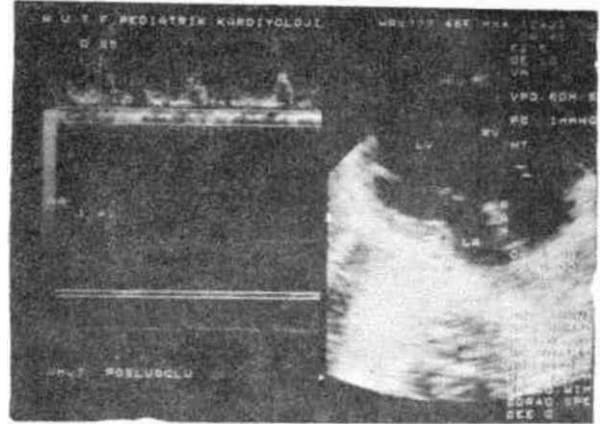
"Pulsed Doppler" ve iki boyutlu ekokardiyogram; iki boyutlu ekokardiyogramda örnek volüm aortaya yerleştirilerek Doppler ekokardiyogramda 1.30 M/sn (beyaz çizgi) olan sistolik akım hızı ölçülmüştür.
